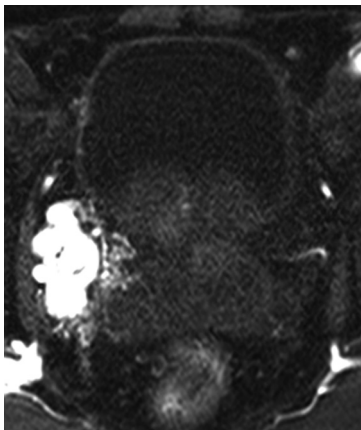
Coronal T2-weighted MRI imaging shows the low intensity area that considered as the dilated vessel. Contrast MRI imaging shows the strongly enhanced dilated vessels.
